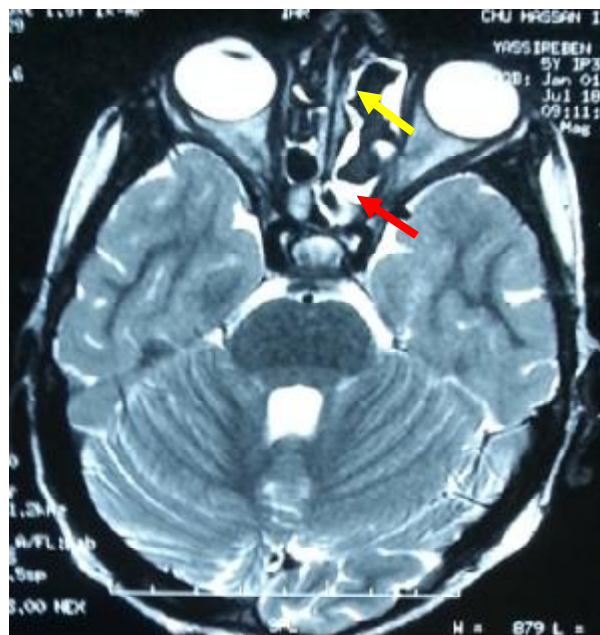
IRM coupe axiale du même patient (a), comblement tissulaire central en hyposignal T2 (flèche jaune) et liquidien périphérique en hypersignal T2 (flèche rouge).
